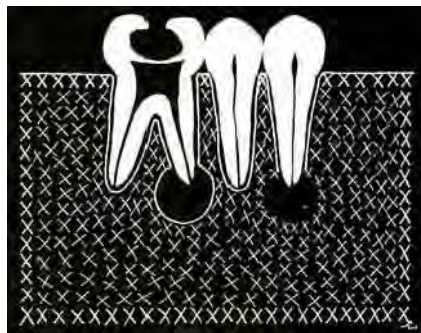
Radiografía radiolúcida
